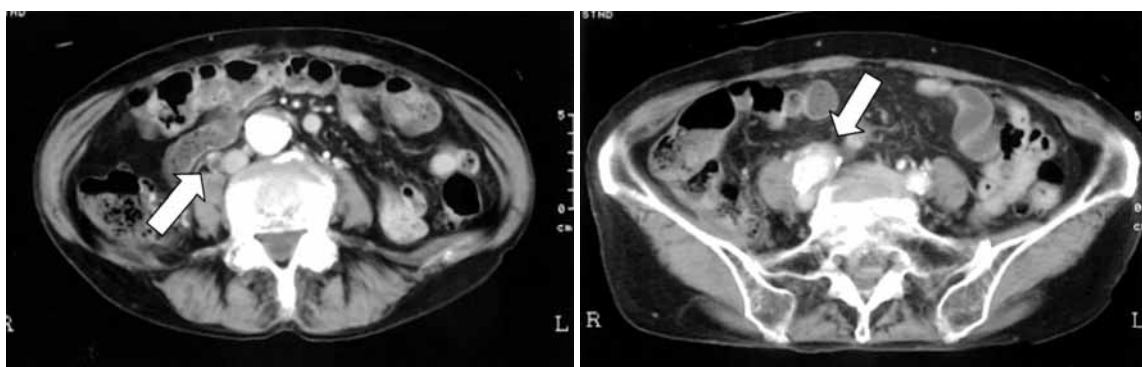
Pre-operative contrast-enhanced abdominal CT scan showed the dilated proximal ureter (A), and the common iliac artery aneurysm (B).
